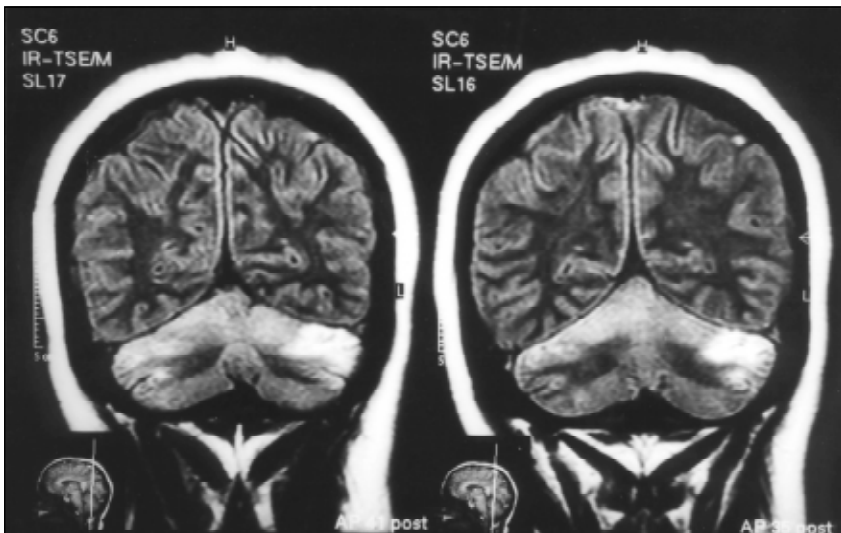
Ressonância nuclear magnética de crânio em T2 mostrando áreas de hiperintensidade localizadas bilateralmente nos hemisférios cerebelares, predominantemente à esquerda.
